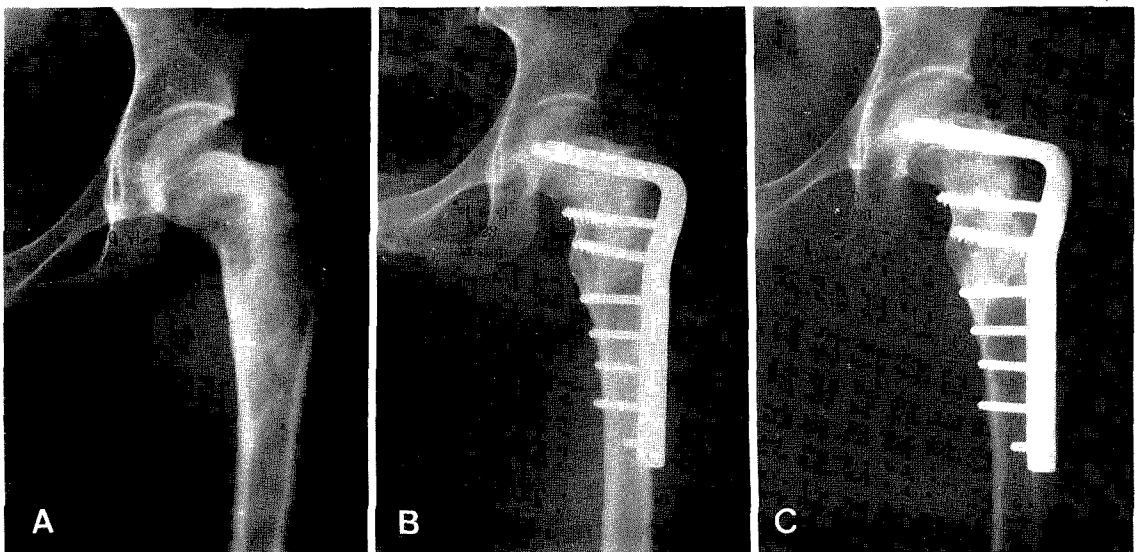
A initial radiograph of 28-year-old girl who had polyostotic disease.
